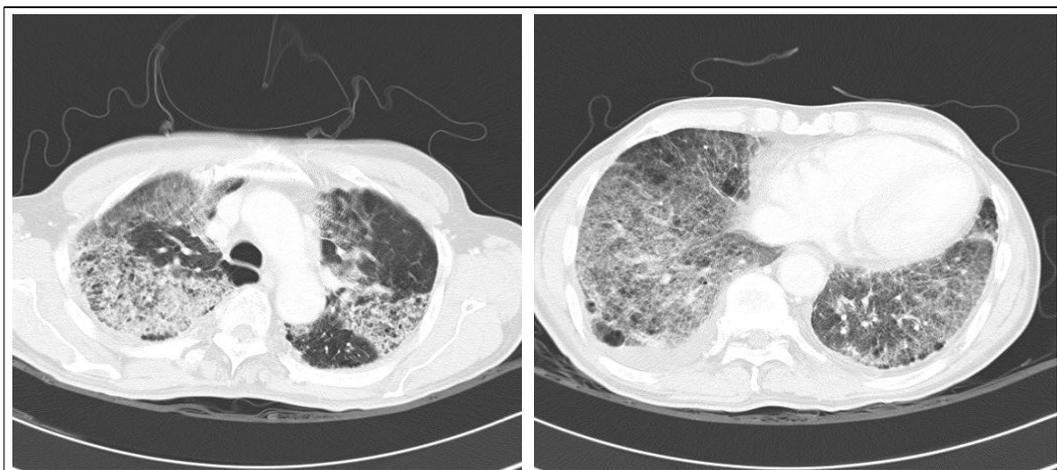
Computed tomography of chest. Diffuse, extensive ground glass appearance and fine reticular patterns were noted on both upper and lower lung fields.
